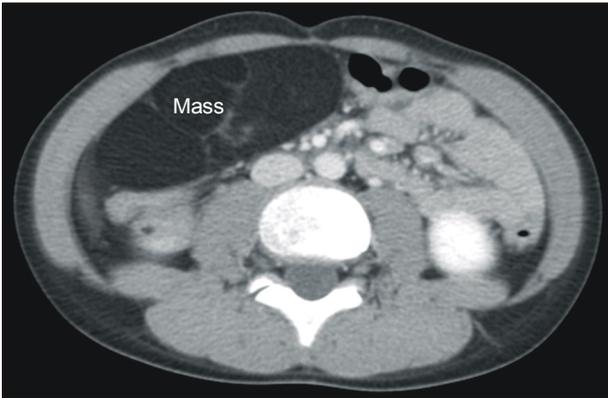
Abdominal CT: 10×4.1 cm sized lobulated fatty mass with internal septation and calcification. This well-demarcated mass was extended to GB.
